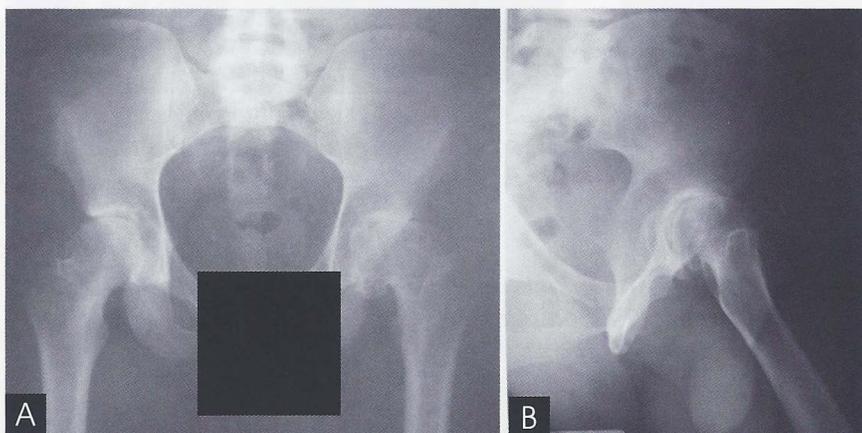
Radiografias pré-operatórias A) Frente B) Perfil.
